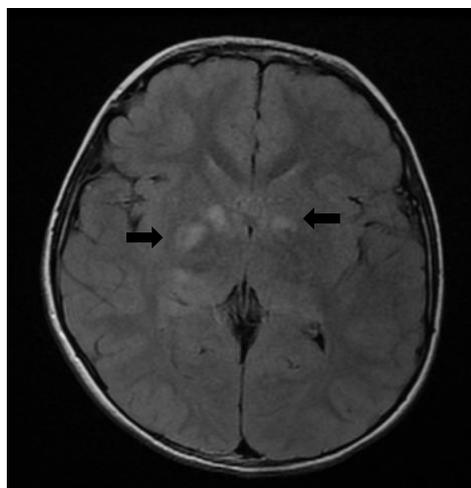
Imagen RMN axial (T2 Flair) de Hiperintensidades de sustancia blanca en ganglios basales y peritalámicas bilaterales (flechas) (Pertenece a Caso 1).
